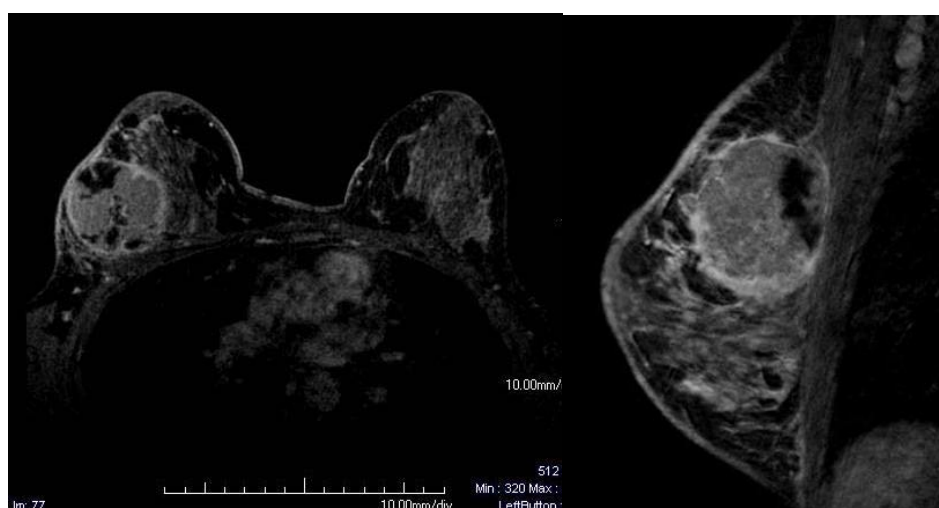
RM de mamas em planos axial e sagital em sequência T1 pós contraste
